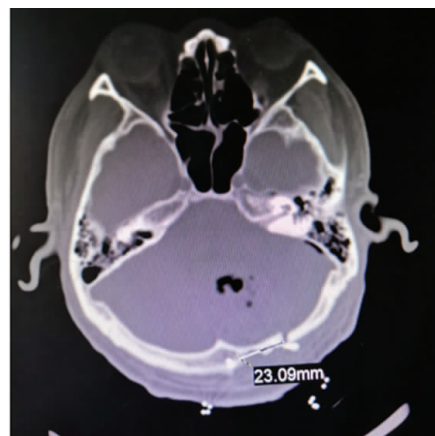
术后 24 h 内复查头部 CT(骨窗)
